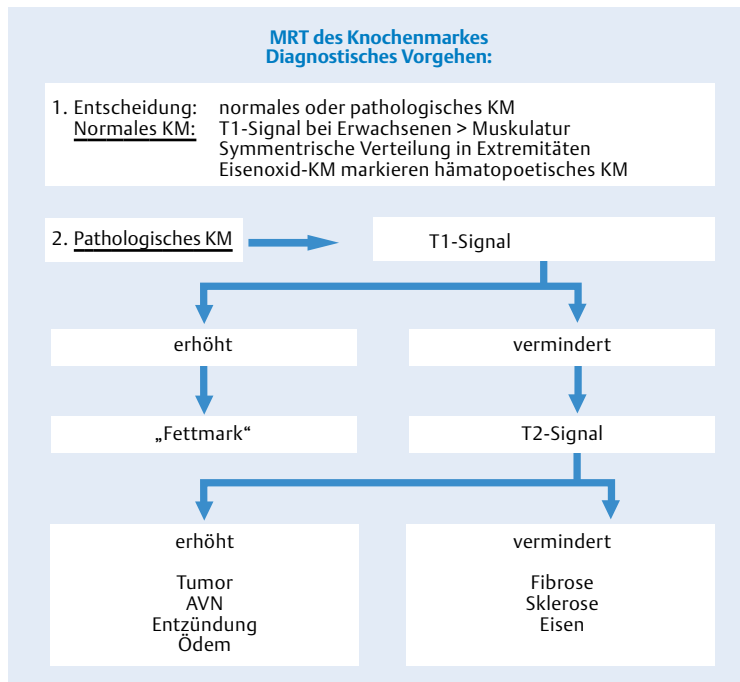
Entscheidungsbaum zur Beurteilung des Knochenmarks in MRT-Bildern.
